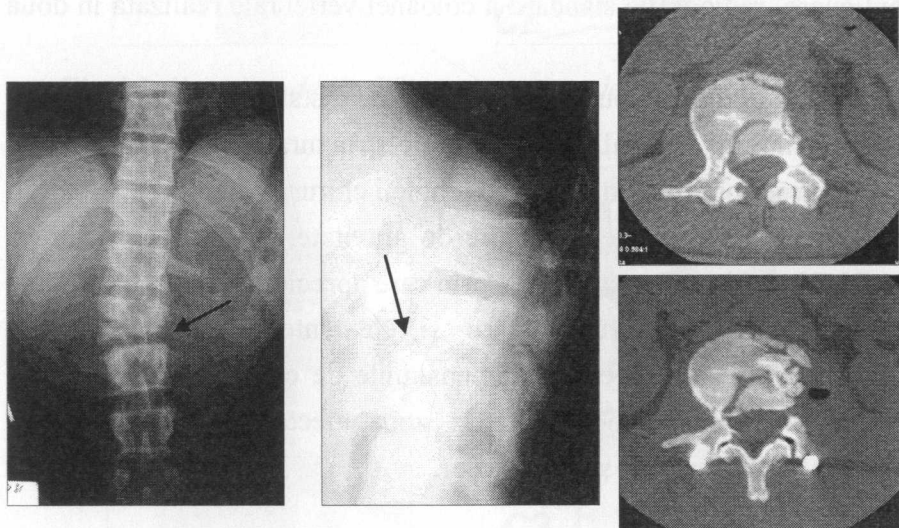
Semnele fracturii „penetrant”, depistate prin roentgendiagnostic și TC.
